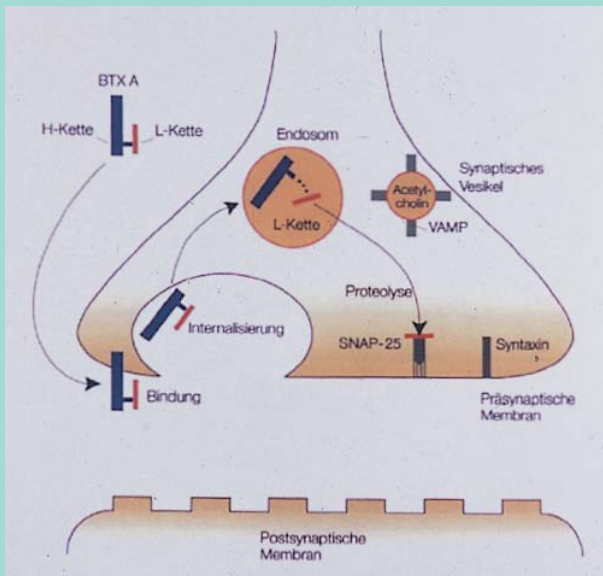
◀ Wirkmechanismus von BT-A: rezeptorvermittelte Endozytose, pH-abhängige Freisetzung der leichten Kette, Zerstörung von SNAP-25, damit Blockade der Acetylcholin-Freisetzung. Das 150 KD schwere Protein besteht aus 2 Untereinheiten, die durch eine einzige Disulfidbrücke verbunden sind. Die schwere Kette (147 KD) bindet irreversibel an präsynaptische lokalisierte Akzeptoren (Sialoglykoproteine). Dadurch wird die pinozytische Aufnahme des gesamten Moleküls in die motorische Nervenendigung induziert. Die leichtere Kette (52 KD, Zn²⁺-Proteasen), die für die Toxizität verantwortlich ist, wird intrazellulär abgespalten und wirkt als spezifische Metalloprotease, die synapsenspezifische Proteine inaktiviert und dadurch die Ausschüttung von Acetylcholin aus den Speichervesikeln der präsynaptischen Nervenendigungen hemmt. Dadurch wird die acetylcholinabhängige neuromuskuläre Überleitung in der quer gestreiften Muskulatur blockiert
